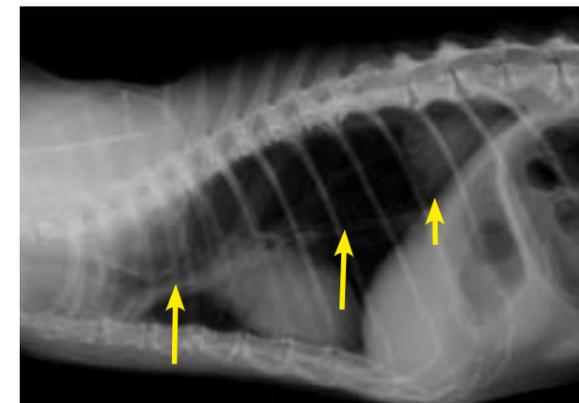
Radiografía torácica en proyección LL y VD en la que se observa un empeoramiento de la neumonía del lóbulo pulmonar caudal derecho y persistencia de la dilatación esofágica
